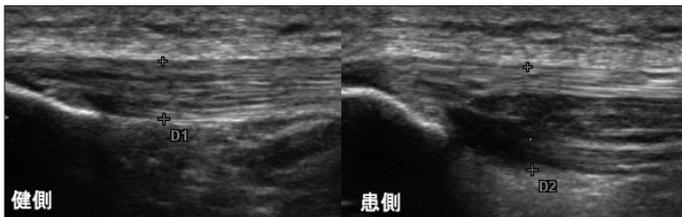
健側(左)と患側(右)の膝蓋腱エコー長軸像
